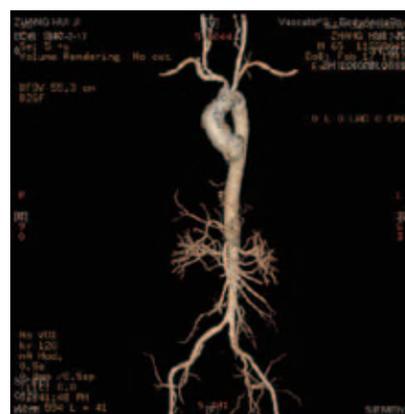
CT三维重构图示钙化主要累及升主动脉、无名动脉和双侧颈动脉
